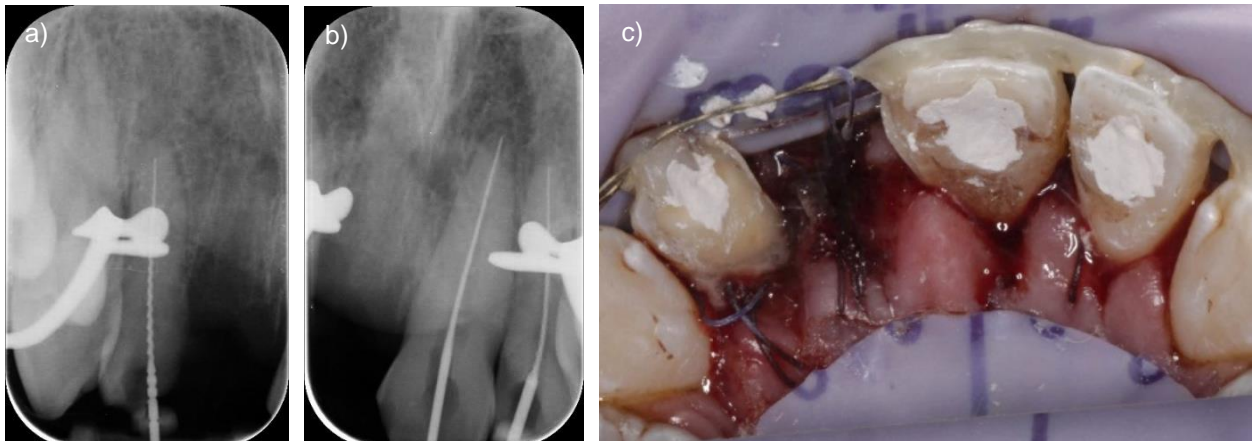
Orientierende Röntgenmessaufnahmen bei den Zähnen 12 (a) und 21 und 22 (b) sowie intraorale Fotoaufnahme, die den provisorischen Verschluss der Zugangskavitäten zeigt (c).
